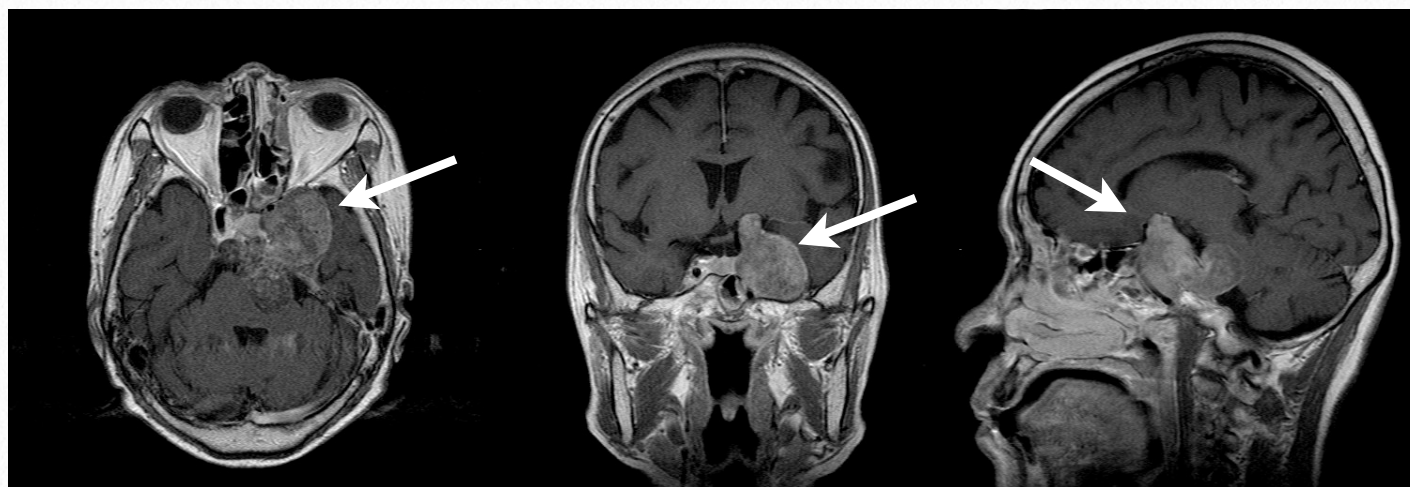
症例1・術前頭部MRI：頭部MRIでは左海綿静脈洞に主座を置く腫瘍が観察される(→)。内側への進展は、斜台を破壊しながら硬膜を貫き硬膜下腔へと至り、腫瘍は脳幹を強く圧迫していた。
